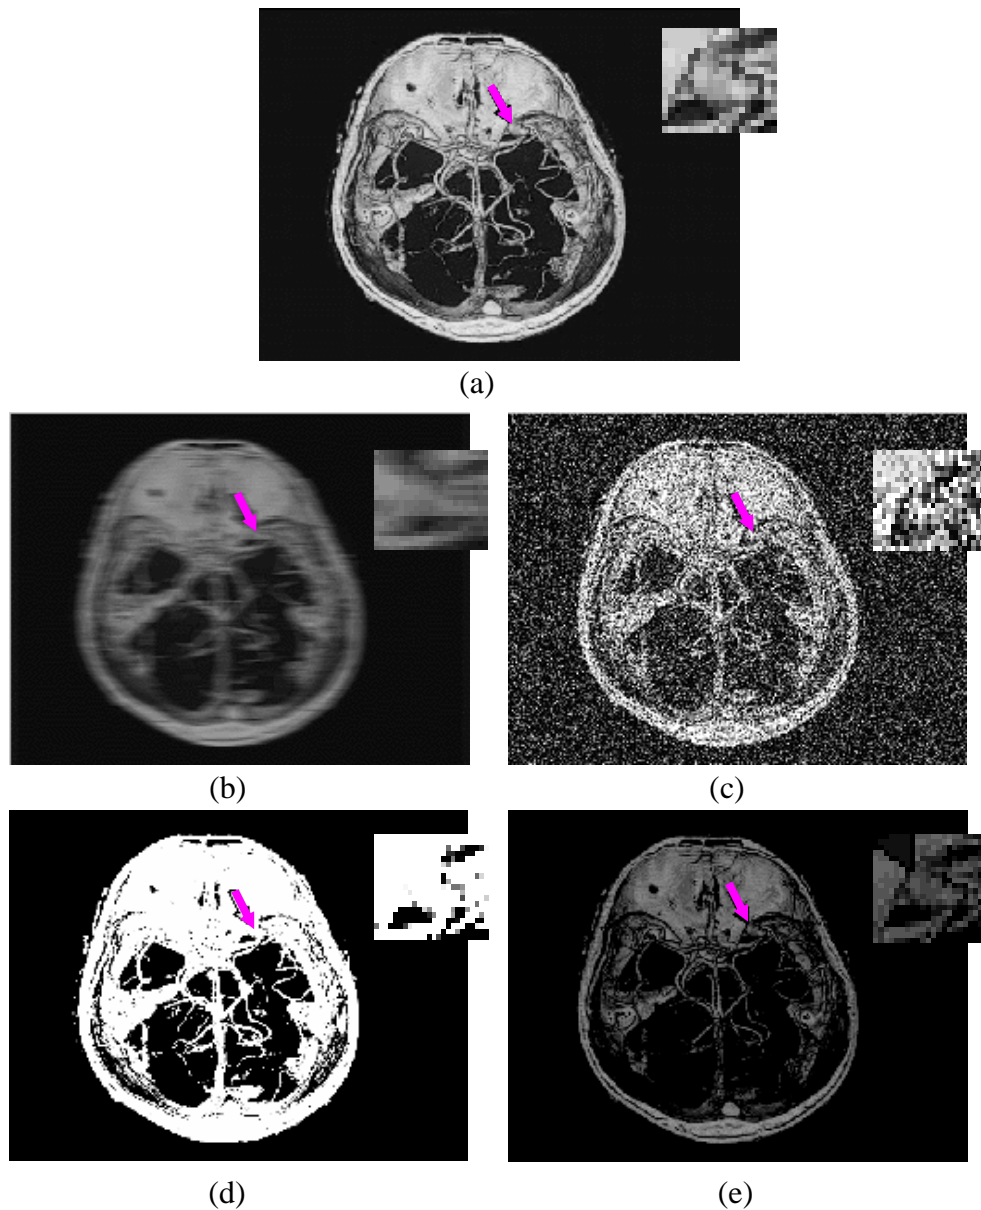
Imagem de um volume de dados obtido via CTA Espiral retratando a estrutura vascular de um cérebro [MAZ 2000]; a seta indica a presença de um aneurisma (ampliado no detalhe no canto superior direito): (a) Imagem considerada de boa “qualidade”; (b) imagem com borramento; (c) imagem corrompida por ruído gaussiano; (d) e (e) imagens apresentando diferentes níveis de iluminação.
